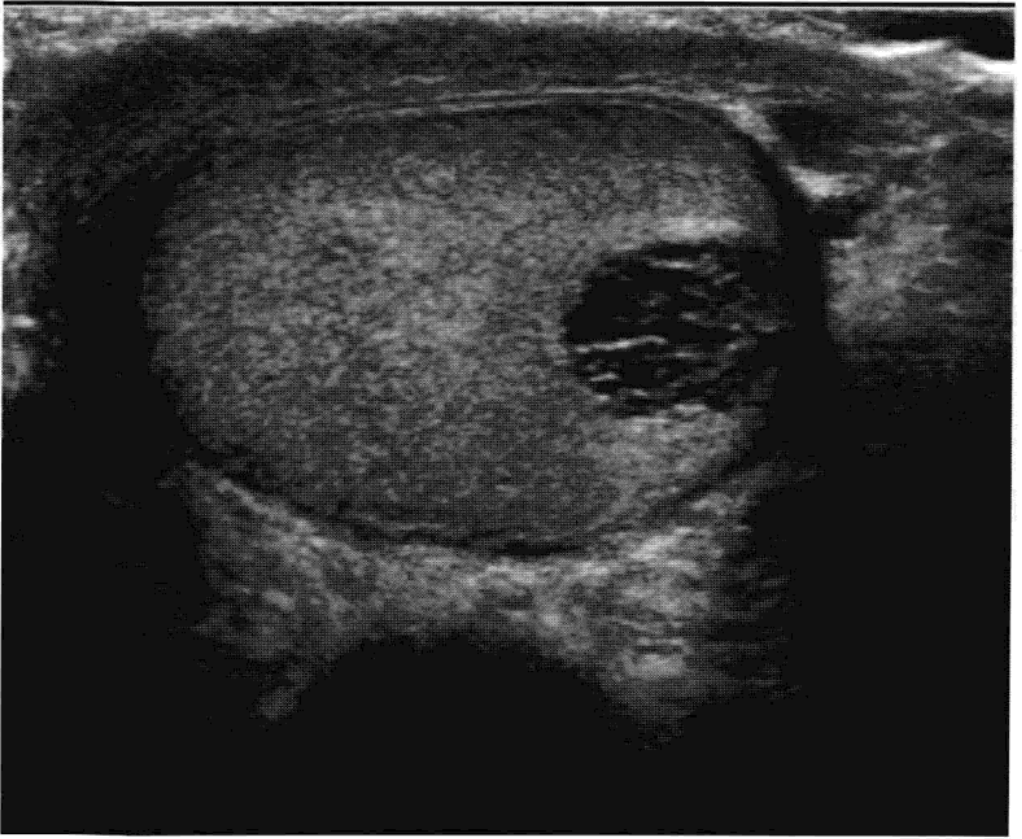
睾丸网扩张(箭头)。超声表现为睾丸纵隔内多发的薄壁小管状结构。
